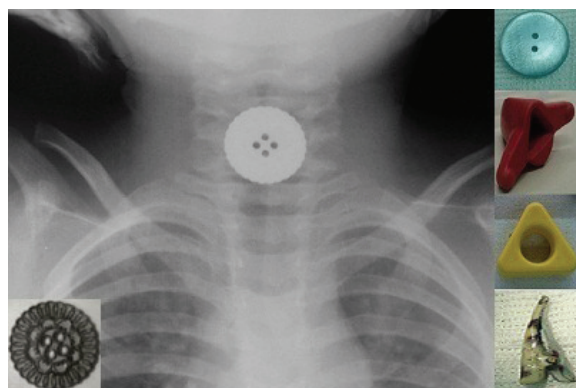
Radiografía de botón en esófago. Diferentes cuerpos extraños (botón, partes de juguetes, hebilla).
